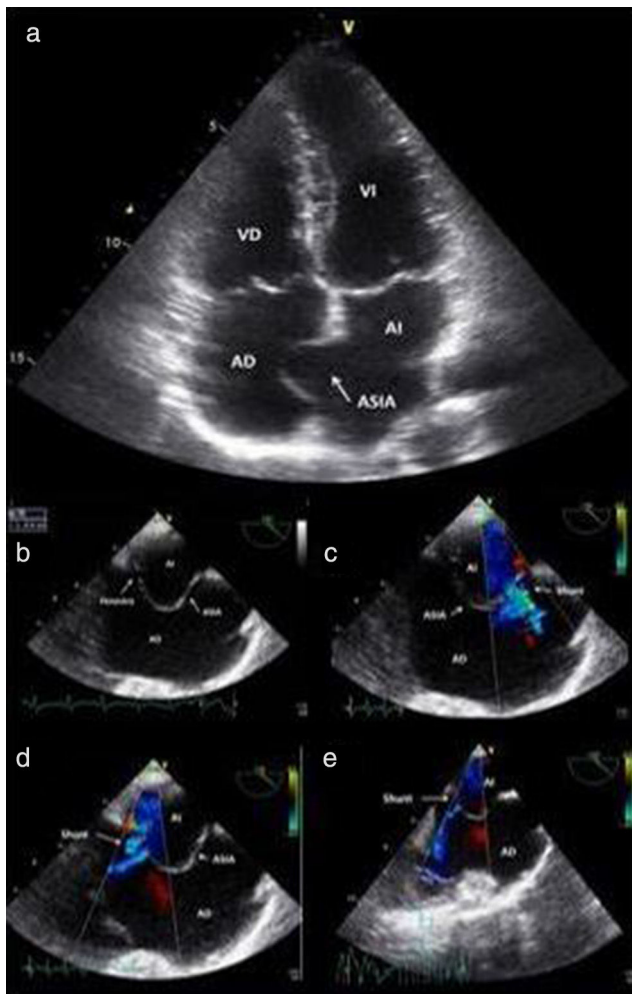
a) Se evidencia el ASIA. B) ETE donde se muestra el ASIA y una de las fenestras. c-e) ETE Doppler donde se muestran los 3 shunts que componen el DSIA multifenestrado.
